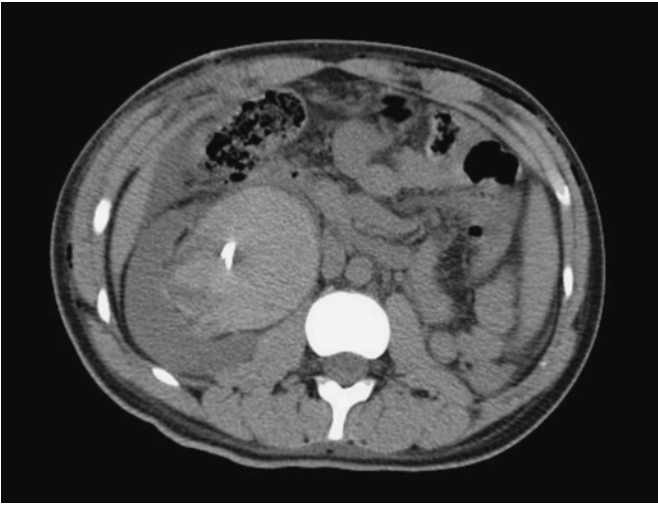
Tomografía axial computarizada en la cual se observa hematoma que ocupa la pelvis renal.
